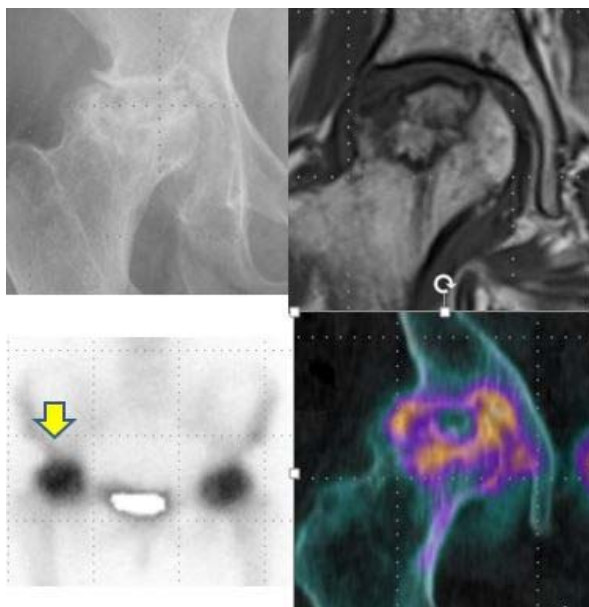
Stage 4 症例。右上:単純 X 線像, 左上: MRI T1 強調像, 右下: 骨シンチグラフィ像, 左下: SPECT/CT 像。
